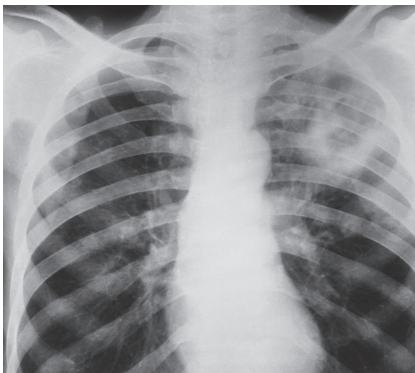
Radiografía de paciente con tuberculosis pulmonar.
